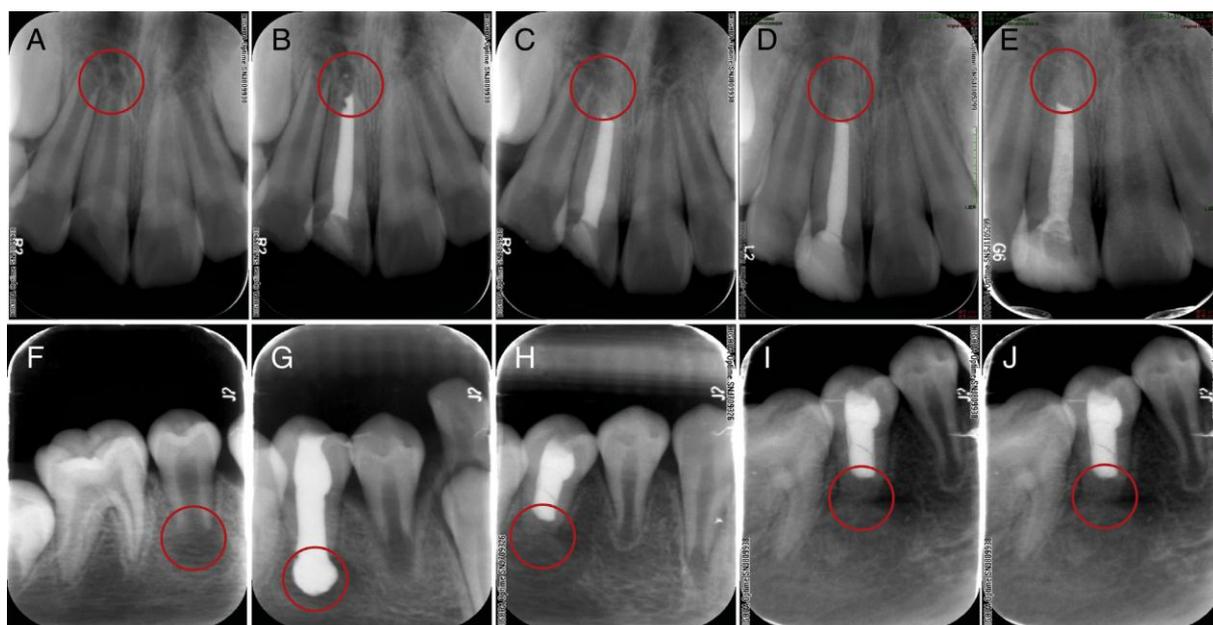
Deux cas représentatifs de traitement d'apexification ont montré que la radiotransparence apicale a disparu et que la barrière apicale s'est finalement formée. (A-E) Cas 1 et (F-J) cas 2. (A et F) Radiographies préopératoires, (B et G) 3 mois de suivi, (C et H) 6 mois de suivi, (D et I) un suivi de 9 mois et (E et J) un suivi de 12 mois [45].
